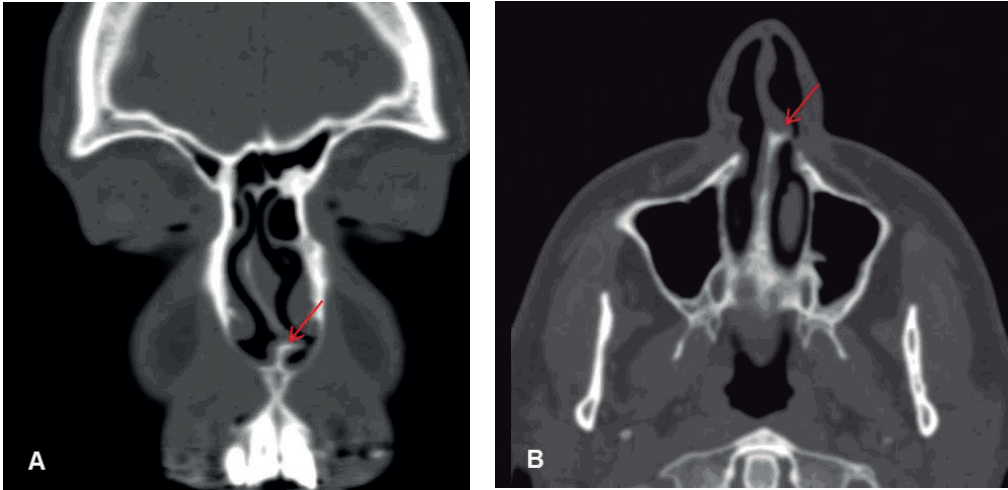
TC con reconstrucción MPR en coronal (A) y axial (B). Luxación en la articulación condrovomeriana (flecha roja) asociada a desviación septal.
